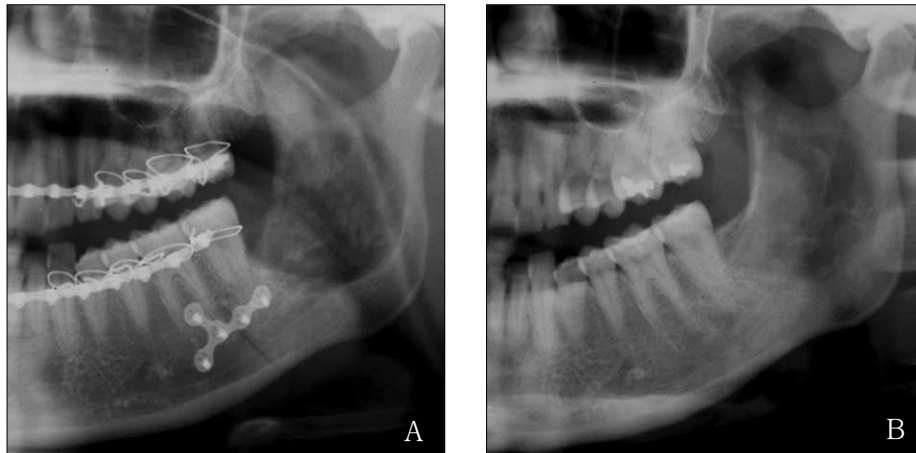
Post-operative panoramic radiographs at 1 day (A) and 2 years (B) after operation.
